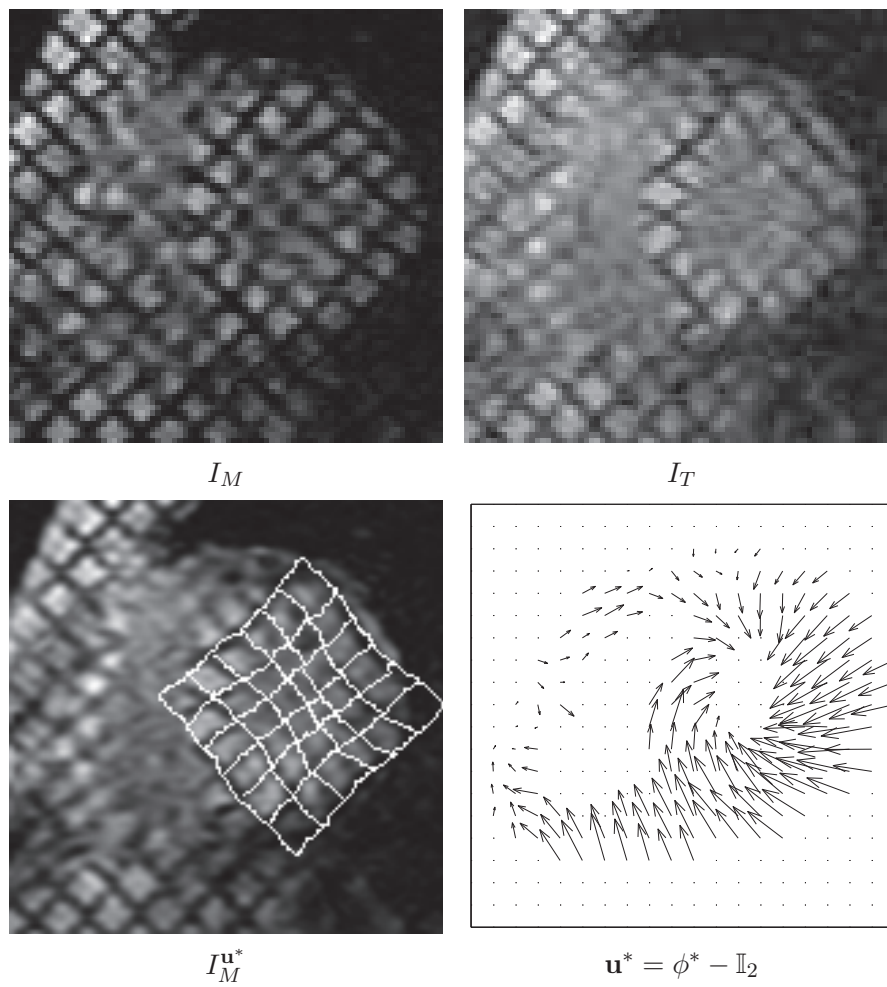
Estimation des déplacements intra-myocardiques en IRM de marquage par recalage non rigide multi-attributs (incidence petit-axe - coupe médiane).
